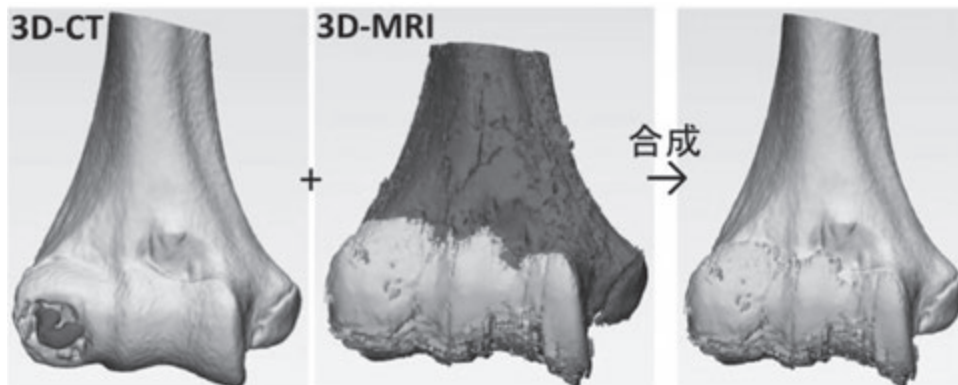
3D MRI-CT 合成画像。上腕骨モデル（CT）と関節軟骨モデル（MRI）を合成する。
